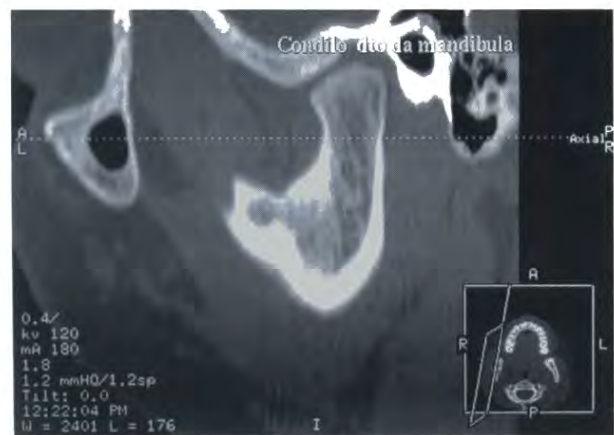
TAC, corte sagital: côndilo deformado e aumentado de volume
